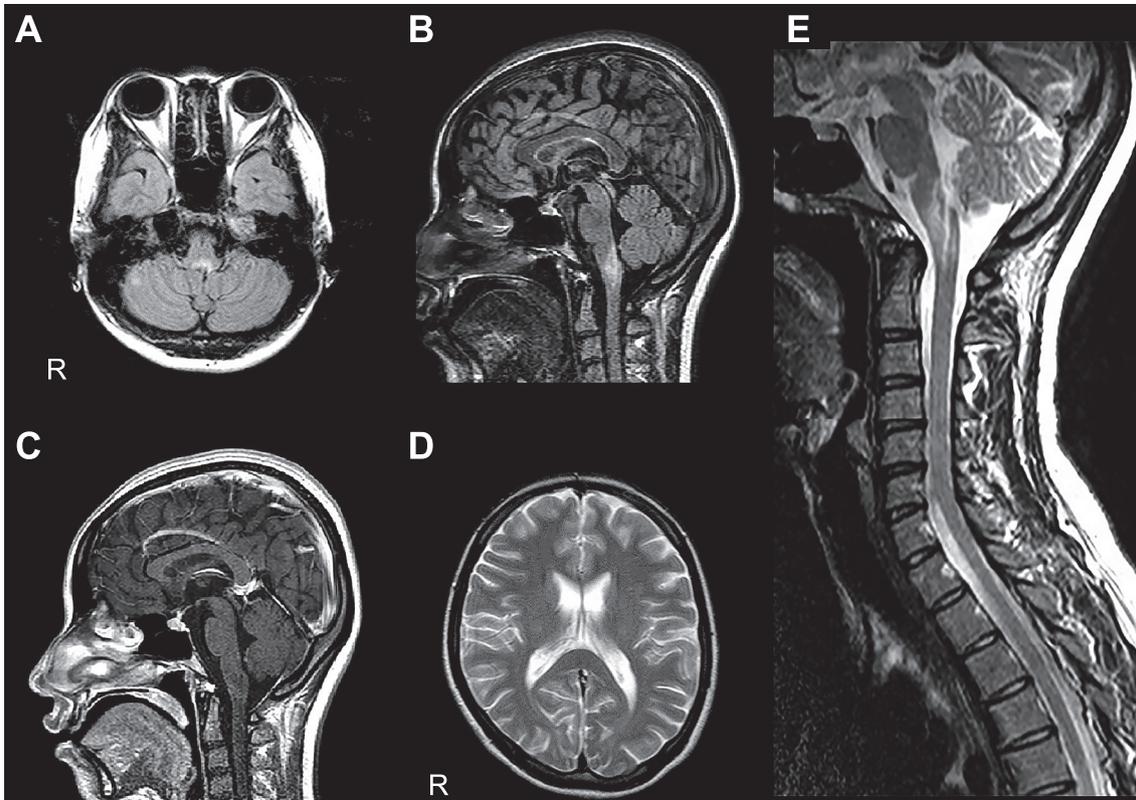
Brain and spinal MRI findings.
